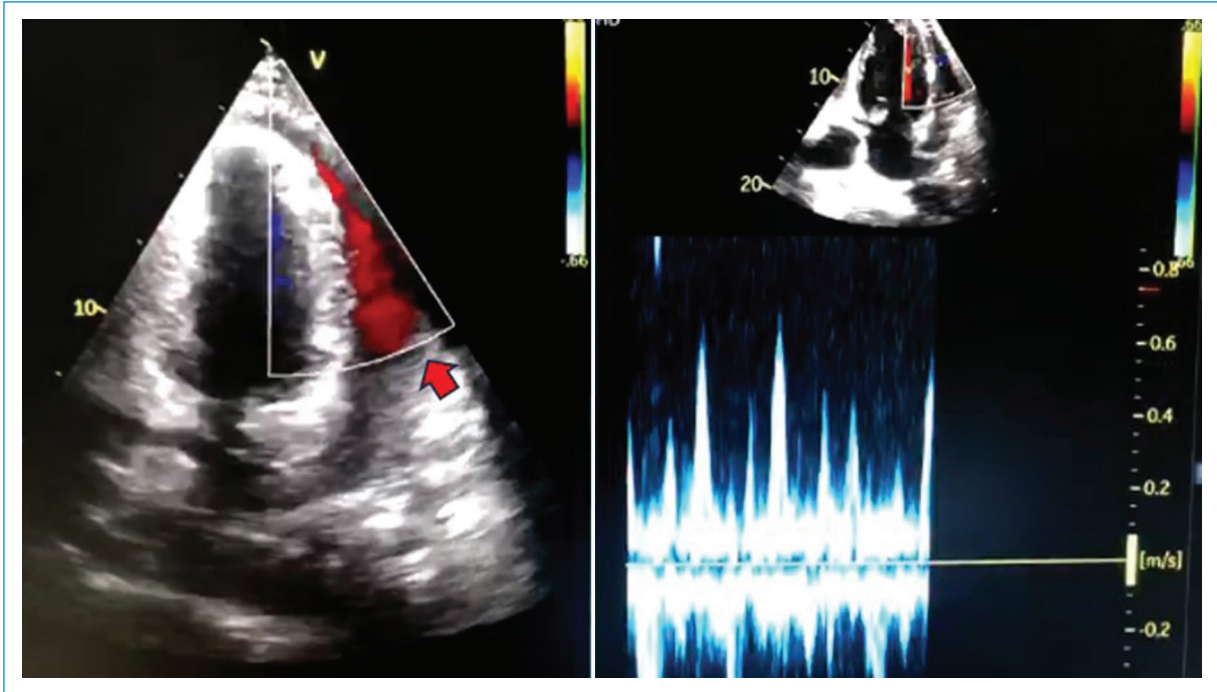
Ecocardiograma transtorácico. Cavidad pericárdica con signos de taponamiento cardíaco.
